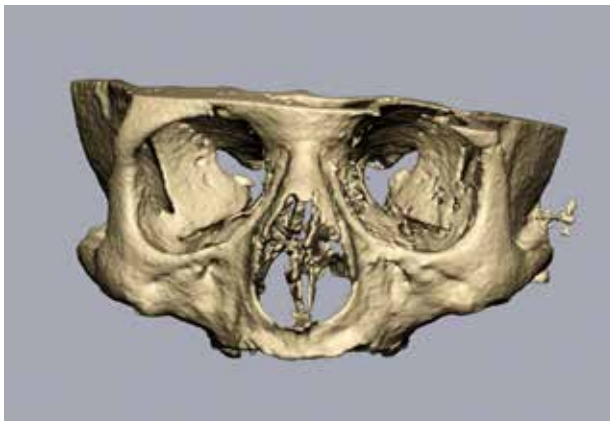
Segmentering af CBCT-scanningen af mellemansigtet.
